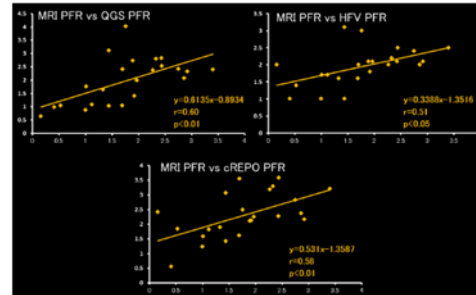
MRI vs ソフトウェアの比較(PFR)
